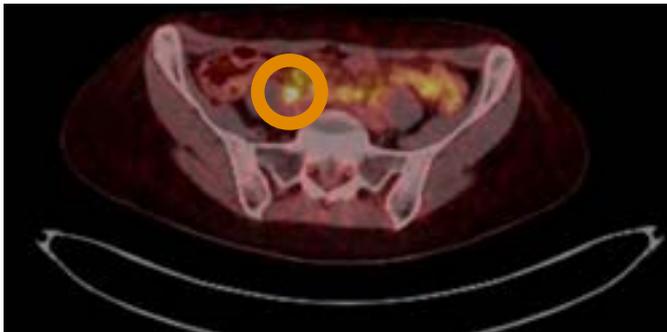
Ga-68-DOTATOC PET/CT: Läsion mit intensiv gesteigerter Somatostatin-Rezeptor-Expression im ileozökalen Bereich.
